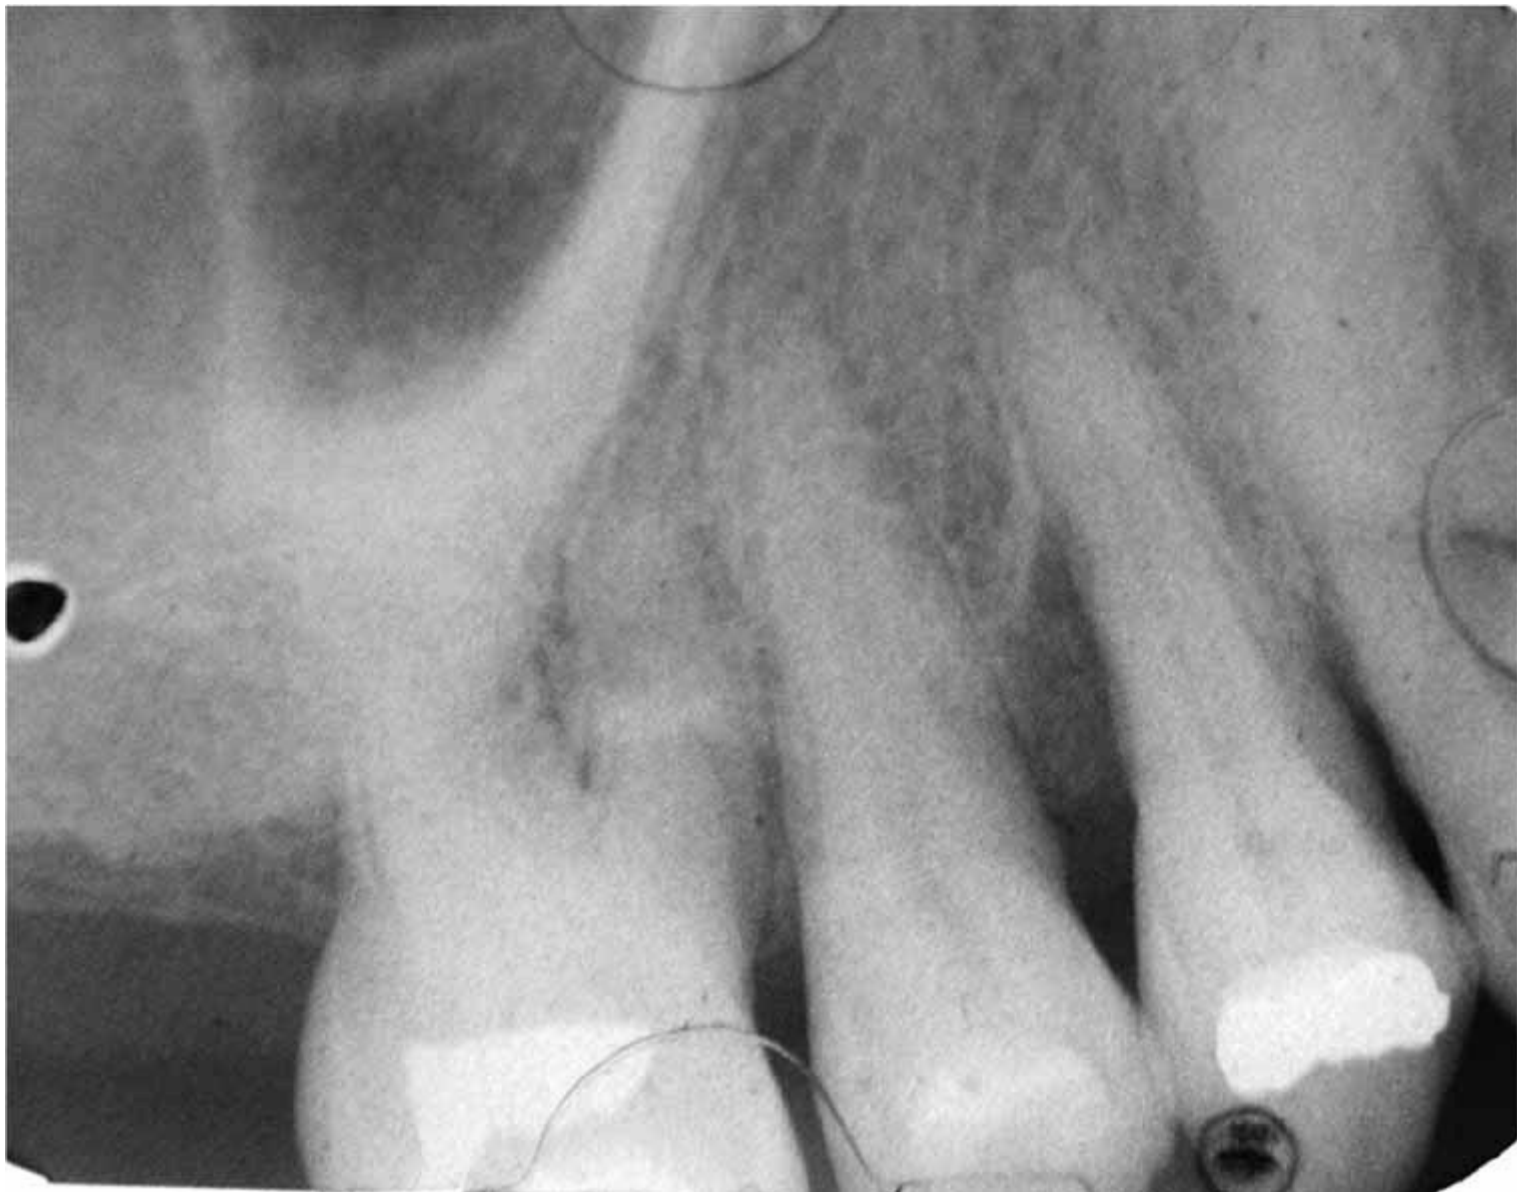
Radiografía de una disminución del hueso alveolar (Cortesía de Alejandra Ayala Cid.)
